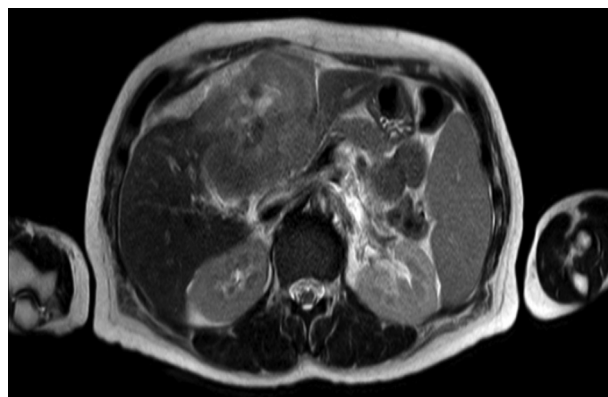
RM de hígado en secuencia T1, que destaca la presencia de retracción de la cápsula hepática.
